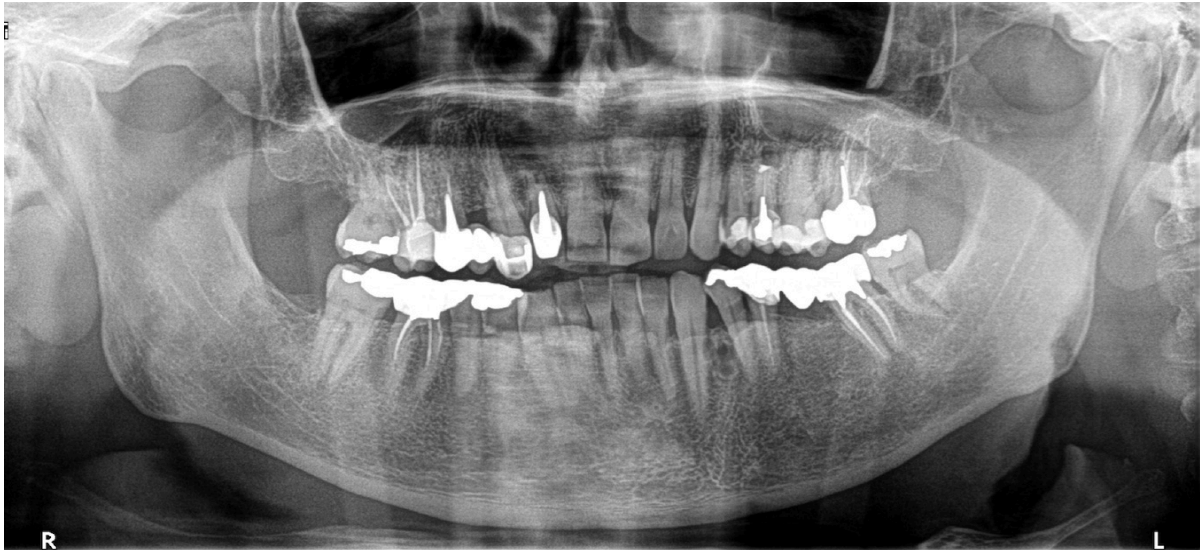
Radiographie panoramique faite 8 mois avant la chirurgie apicale pour contrôler une ancienne résection apicale faite au niveau de la première prémolaire maxillaire gauche (iconographie personnelle).
